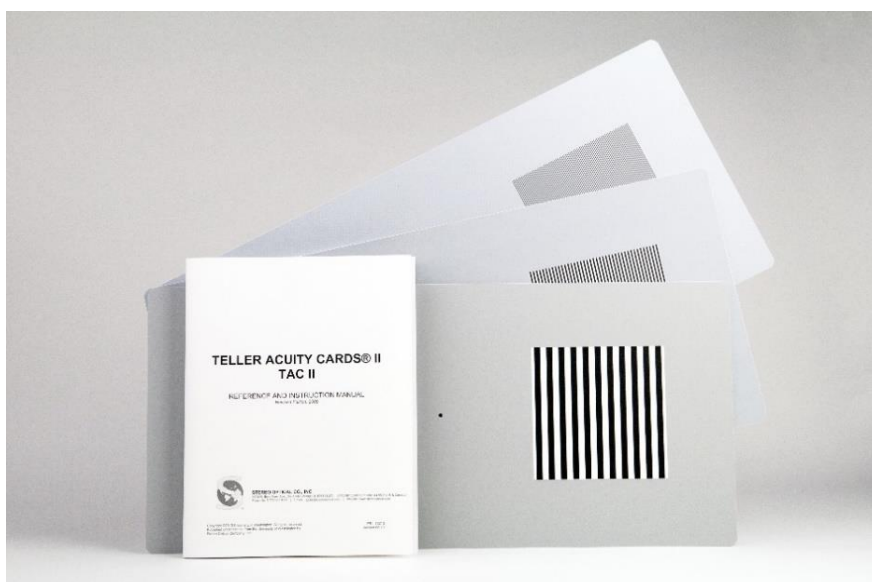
Conjunto de cartas de Teller modernas (Teller Acuity Cards - TAC).
